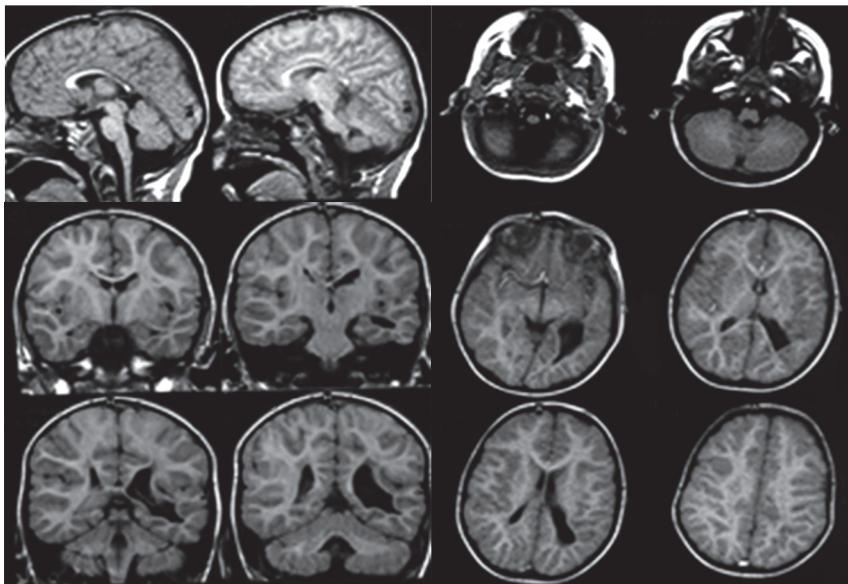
Матвей К. Ранний детский аутизм. Частичная атрофия зрительных нервов. МРТ головного мозга. Описание в тексте.
